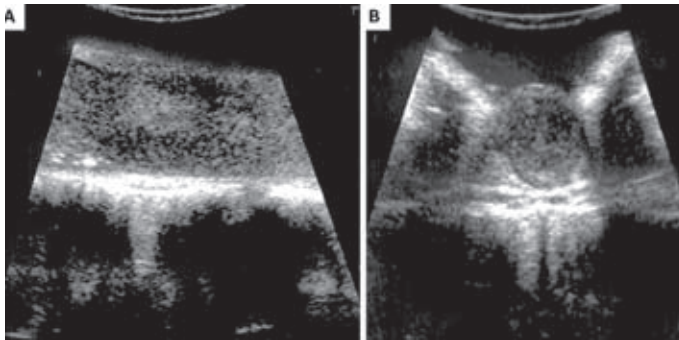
Metástasis L1-L3 de meduloblastoma cerebeloso. Ecografía intraoperatoria. A: plano sagital. B: plano axial.
